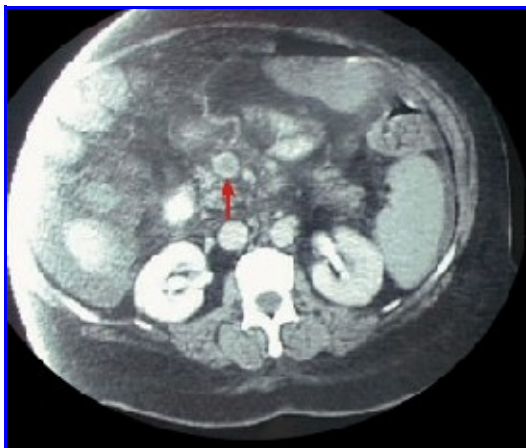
TAC de abdomen. Trombosis venosa mesentérica. Se observa la imagen de doble contraste de la vena mesentérica superior ocluida por un trombo.
